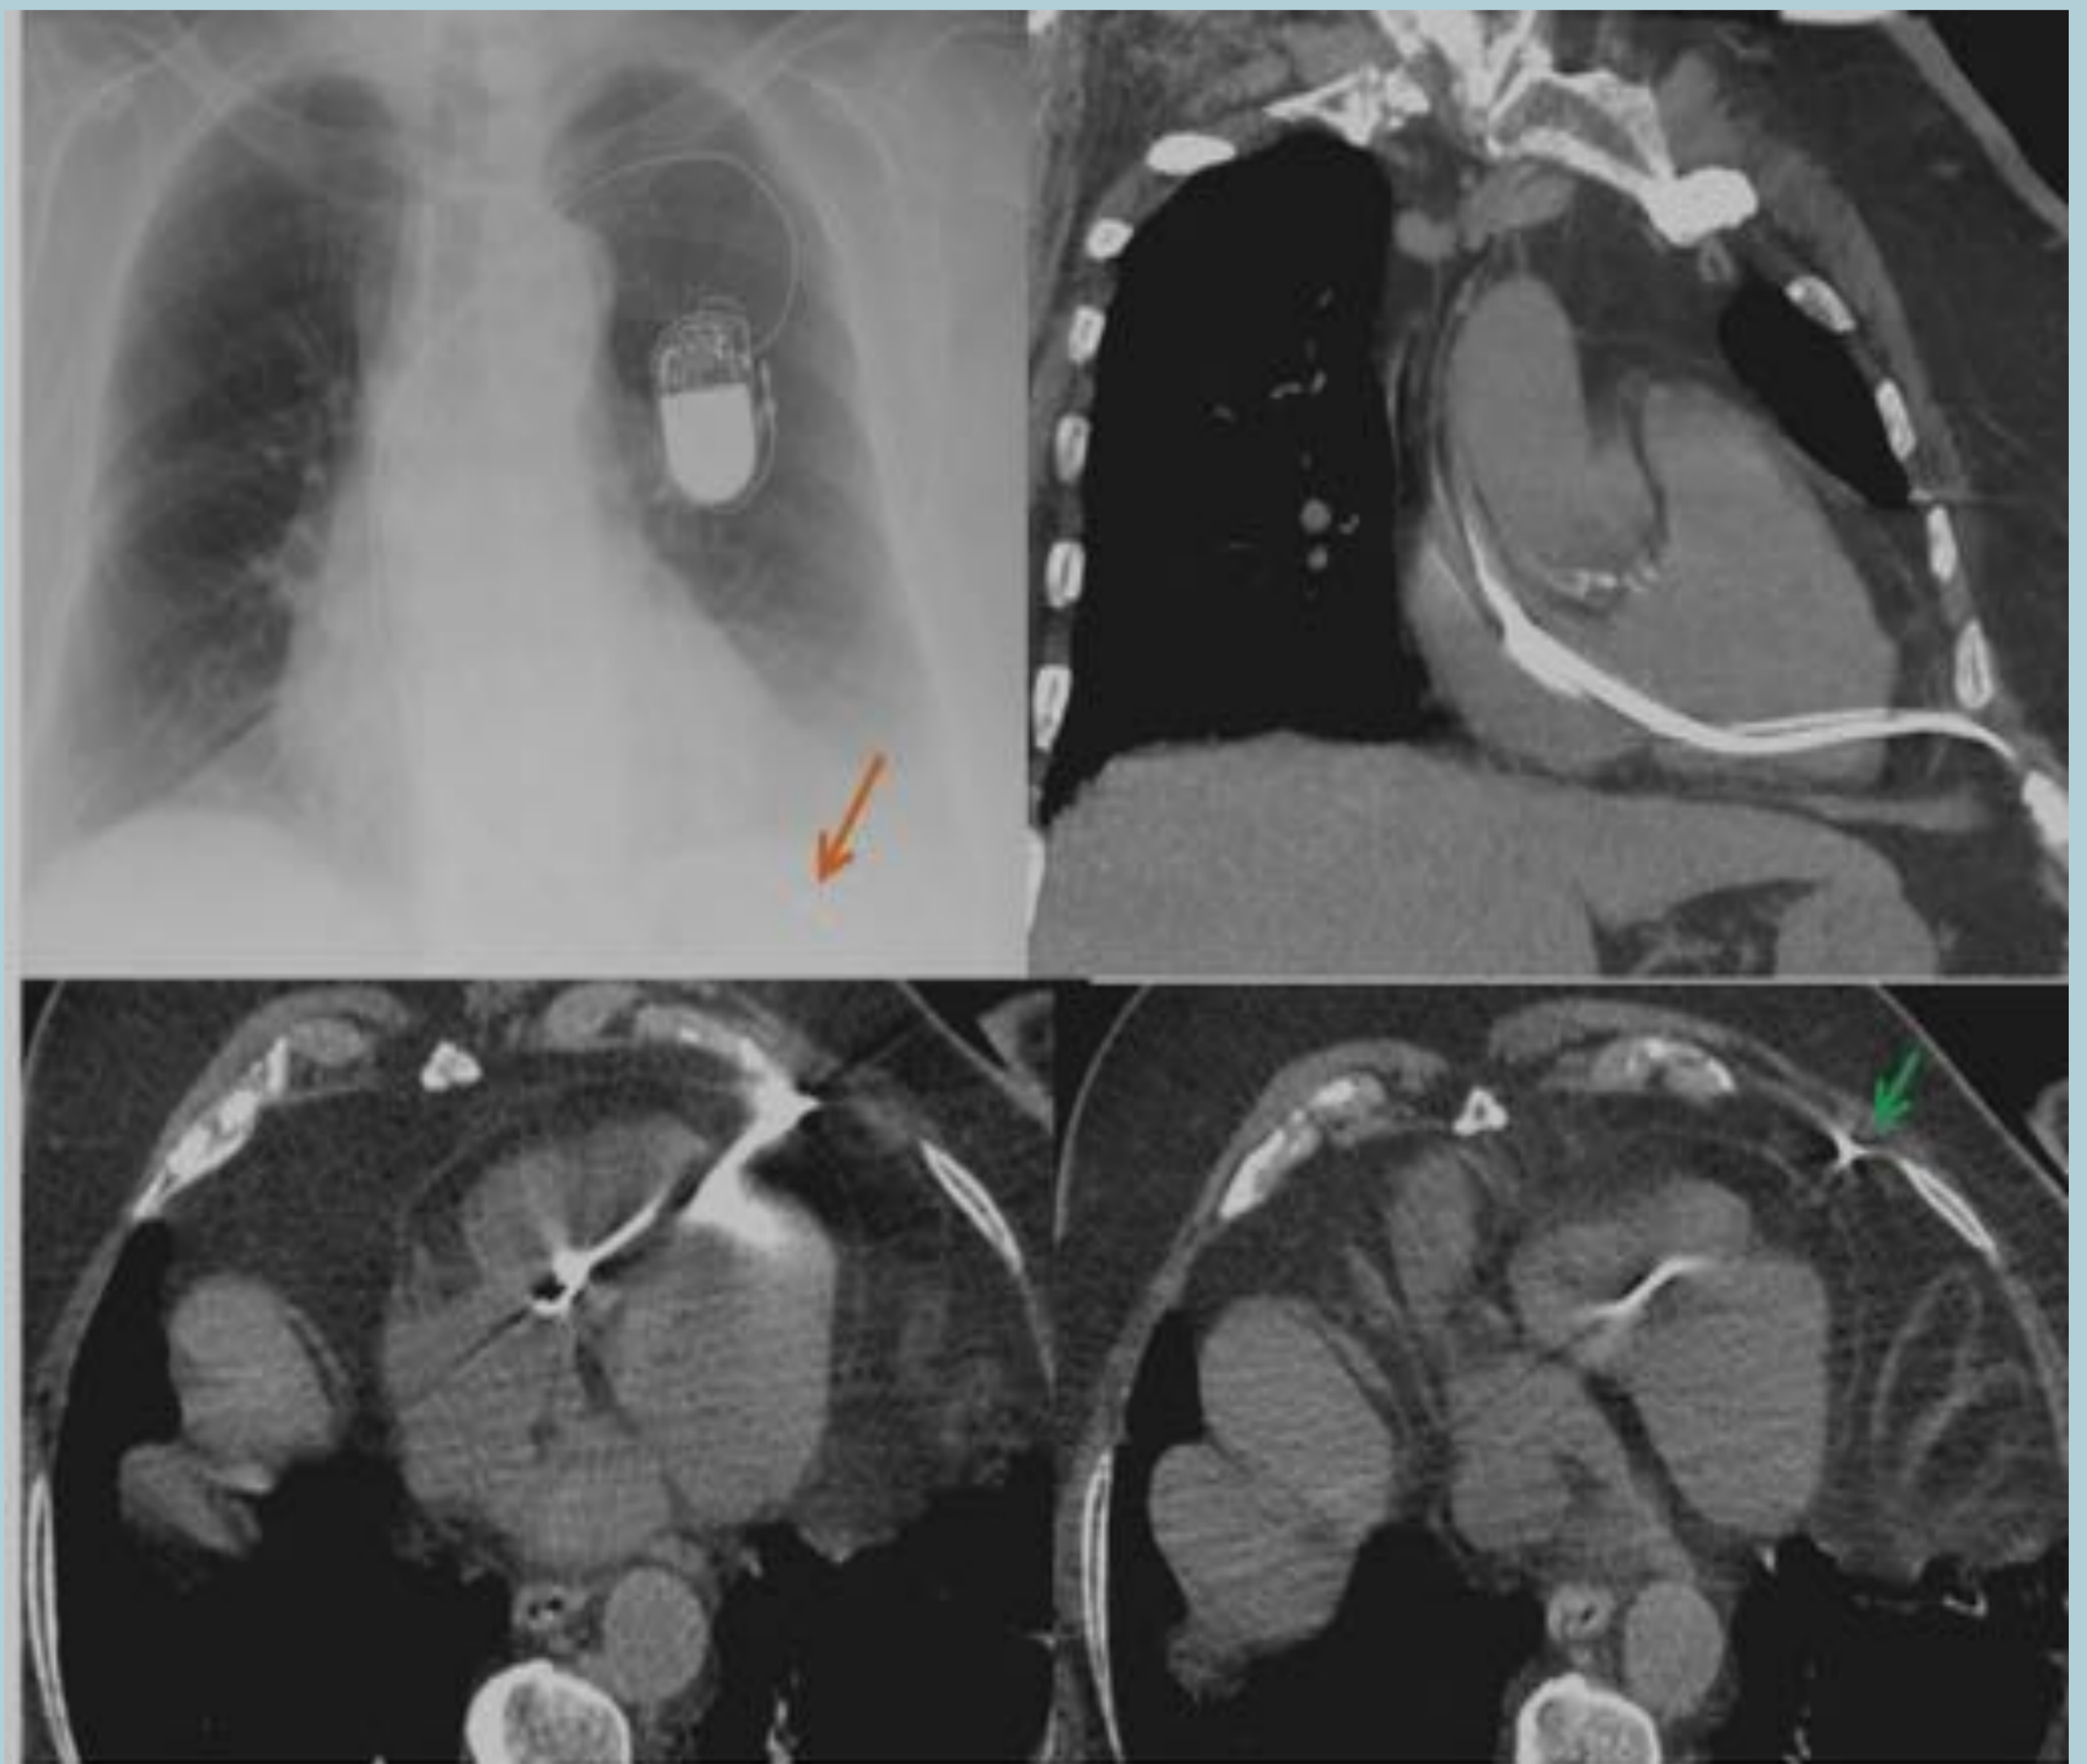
Radiografía de tórax, imágenes axiales y reconstrucciones parasagitales de TC de tórax realizadas a una mujer de 78 años con marcapasos disfuncional para descartar desplazamiento del electrodo. En la radiografía no está claro si el extremo del electrodo está localizado en el ventrículo derecho o excede al mismo (flecha naranja). La TC confirma que el extremo del electrodo está localizado en la grasa mediastínica (flecha verde) y que ha perforado la pared libre del ventrículo derecho.
